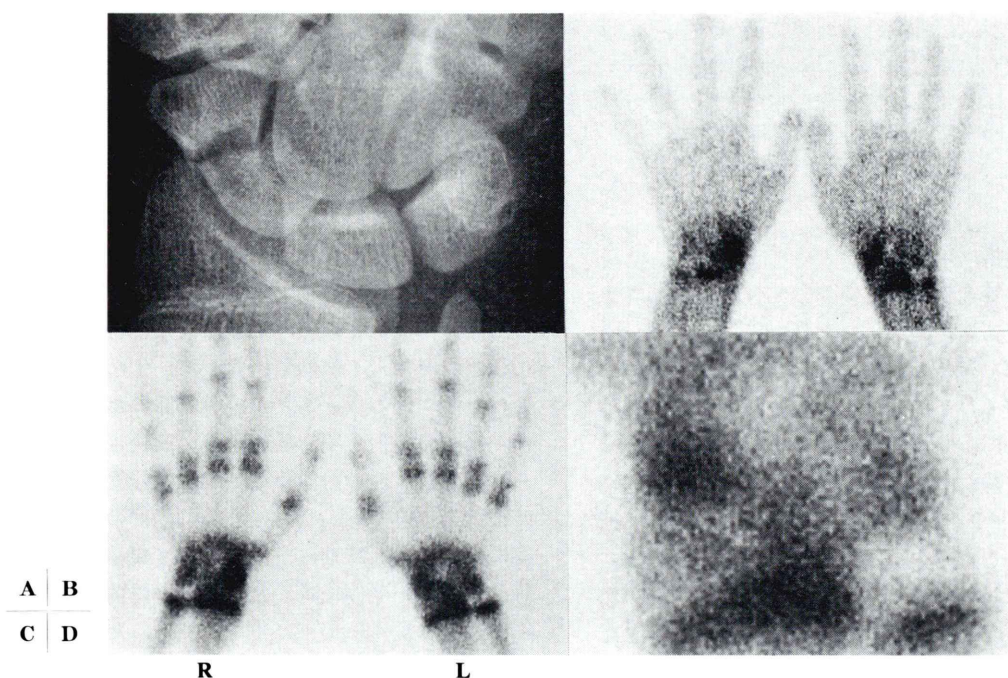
Case 23. H.K. This was 15 years old male patient with non-unions bilaterally injured within a month. It was not until four months for left wrist and five months for the other that three-phase bone scintigraphy was performed. Fracture line of left scaphoid was in displaced position and it was obviously shown on conventional radiogram (A). Increased uptake was bilaterally seen on and around the scaphoid bones. The left scaphoid was disclosed decreased area in proximal fragment on pool (B) and static image (C). It was more obviously depicted on late phase spot film (D), but right scaphoid (not shown) was seen no decreased area.
